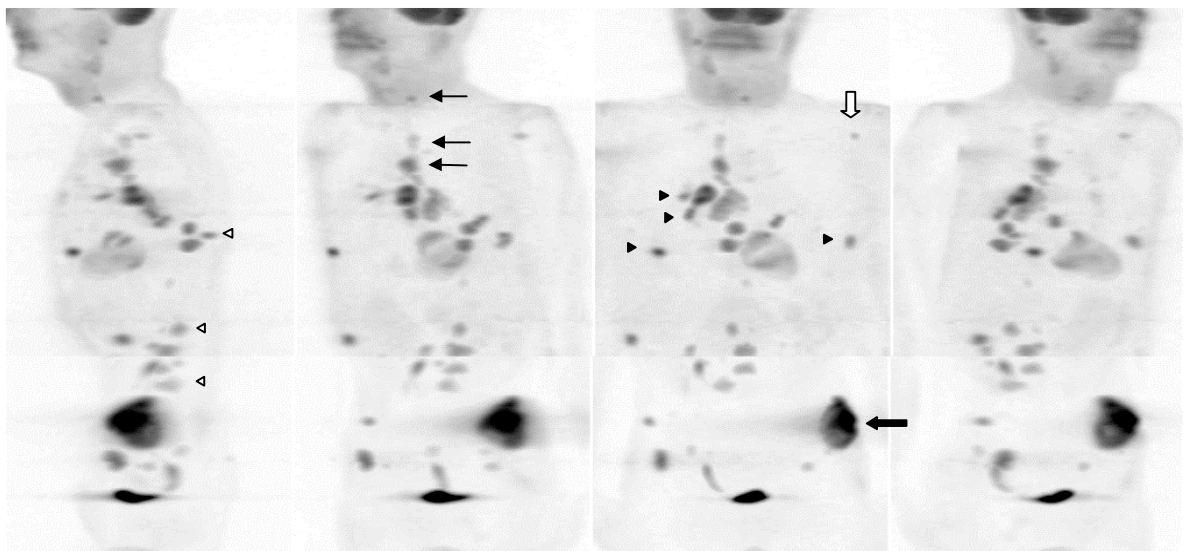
57-jähriger Patient mit bekannten ossären und pulmonalen Filiae des follikulären Schilddrüsenkarzinoms. Tg $1303\text{ }\mu\text{g/l}$ unter TSH-Suppression. Die FDG-PET zeigt zum Teil intensive, multiple Nuklidmehranreicherungen im Hals, Mediastinum ($\rightarrow$), in der linken Axilla ($\hookrightarrow$), im Rippen- und Lungenbereich beidseits ($\blacktriangleright$), in der BWS und LWS ($\blacktriangleright$) sowie im Beckenbereich mit einem kräftig mehrbelegten Schwerpunkt ($\rightarrow$) im Os ilium links (Patient Nr. 50).
